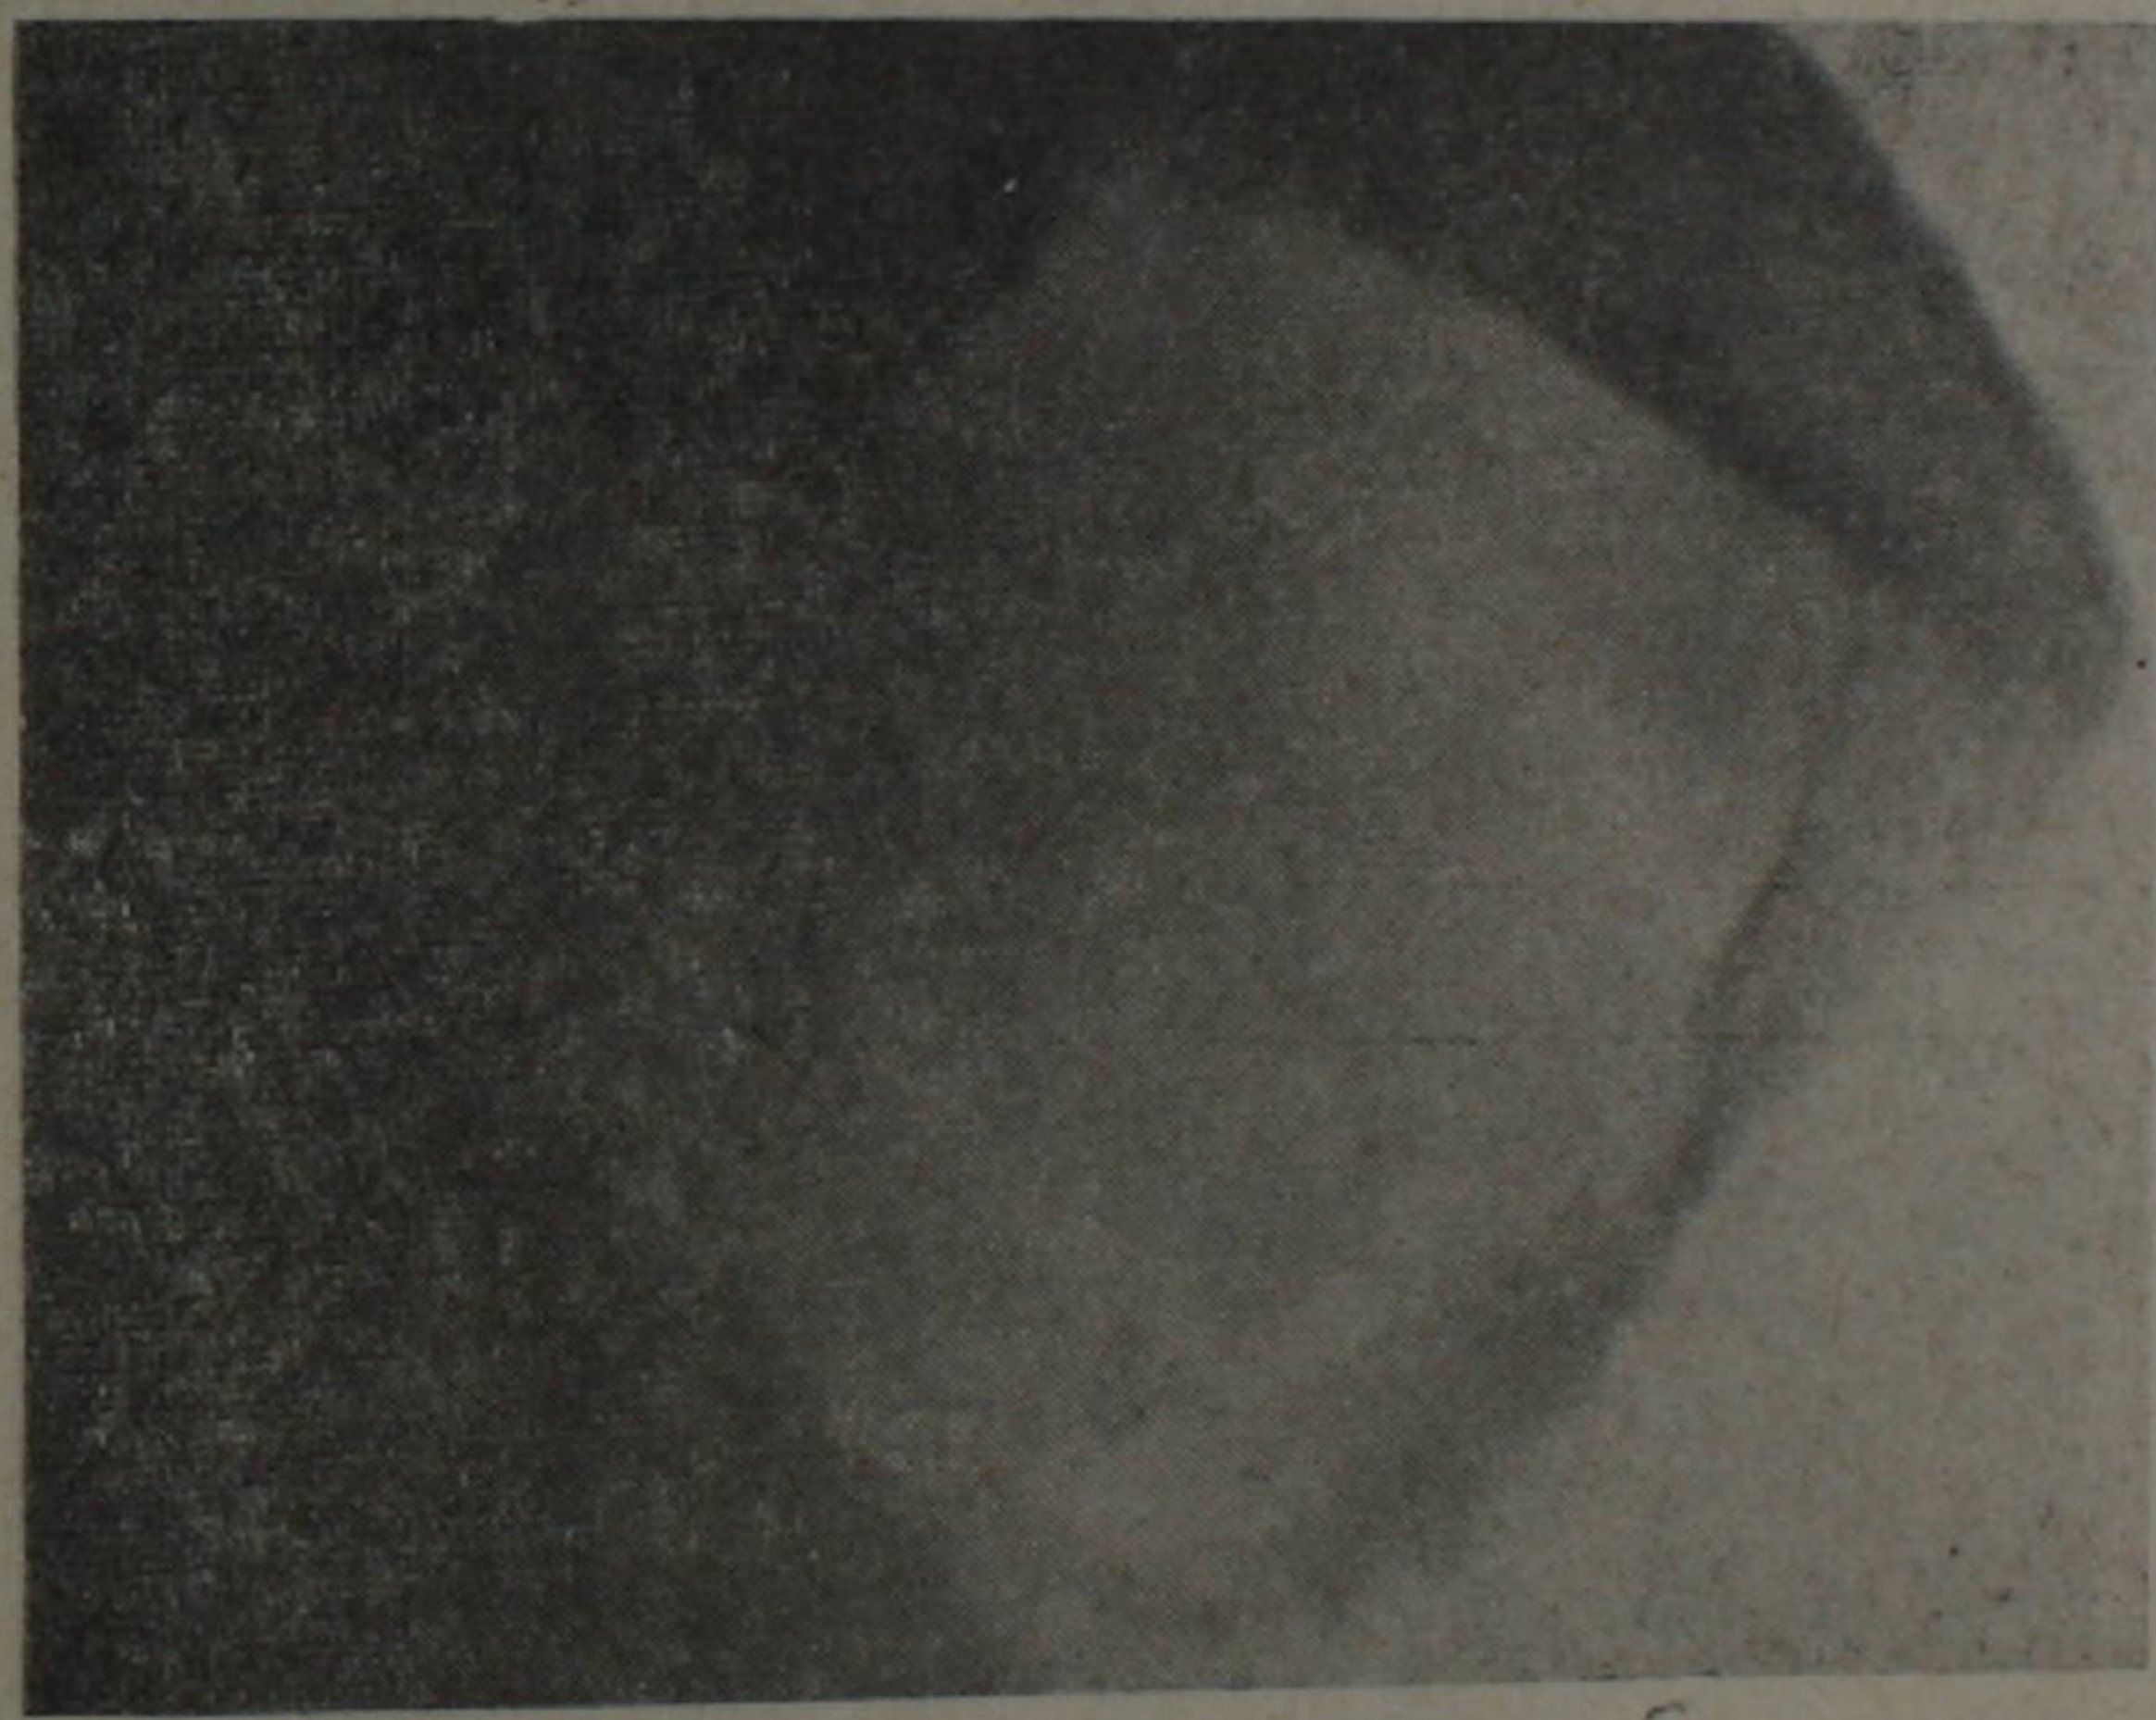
Рентгенограмма больного Д. А. Озлокачествленная адамантинома нижней челюсти справа.
